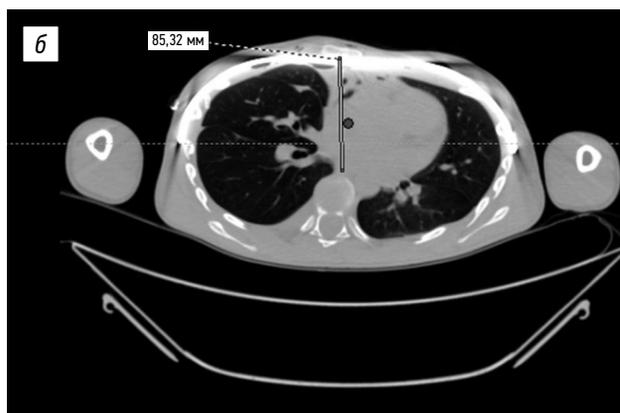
Компьютерные томограммы до и после коррекции: *а* — исходный размер ретростерального пространства, до операции; *б* — контрольное исследование на 5-е сутки после операции.
